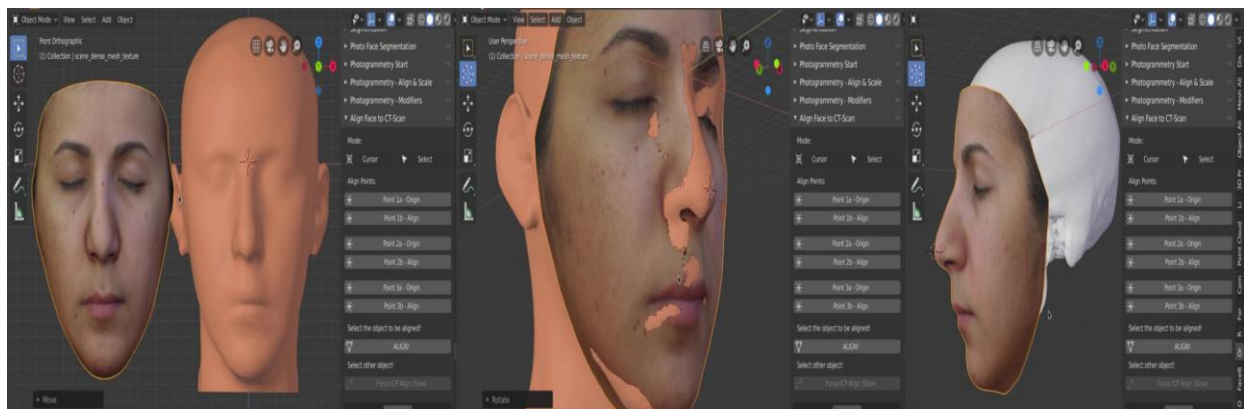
Fotogrametria inserida e posicionada sobre os tecidos moles importados da tomografia
